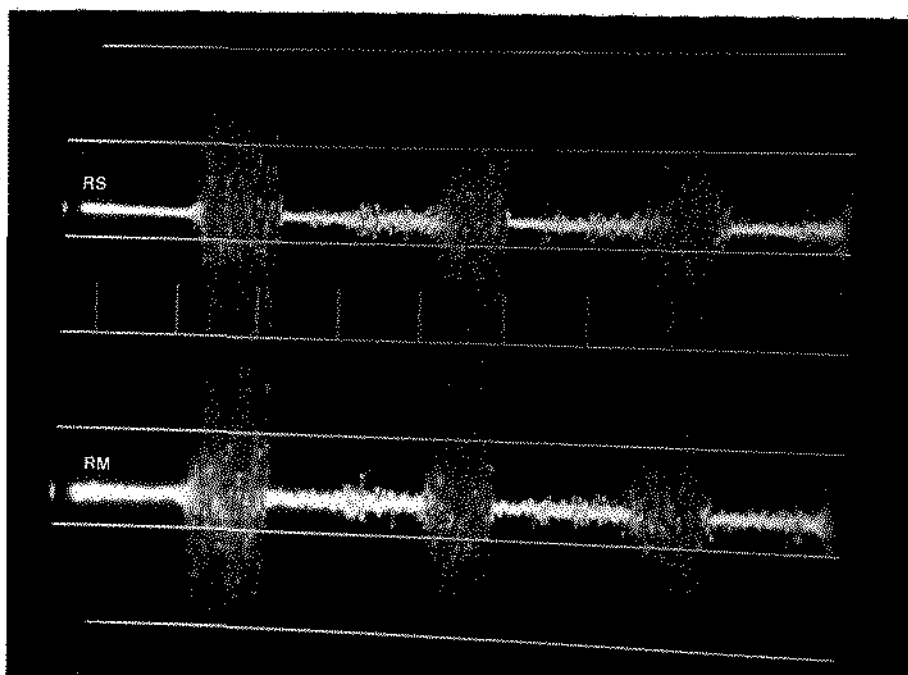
E.M.G. do m. masseter esquerdo em indivíduo portador de maloclusão Classe I de ANGLE, mostrando atividade muito forte nas regiões superior (RS) e média (RM), durante a mastigação molar esquerda. Calibração $200\mu\text{V}$ e velocidade do feixe 370ms/div .
